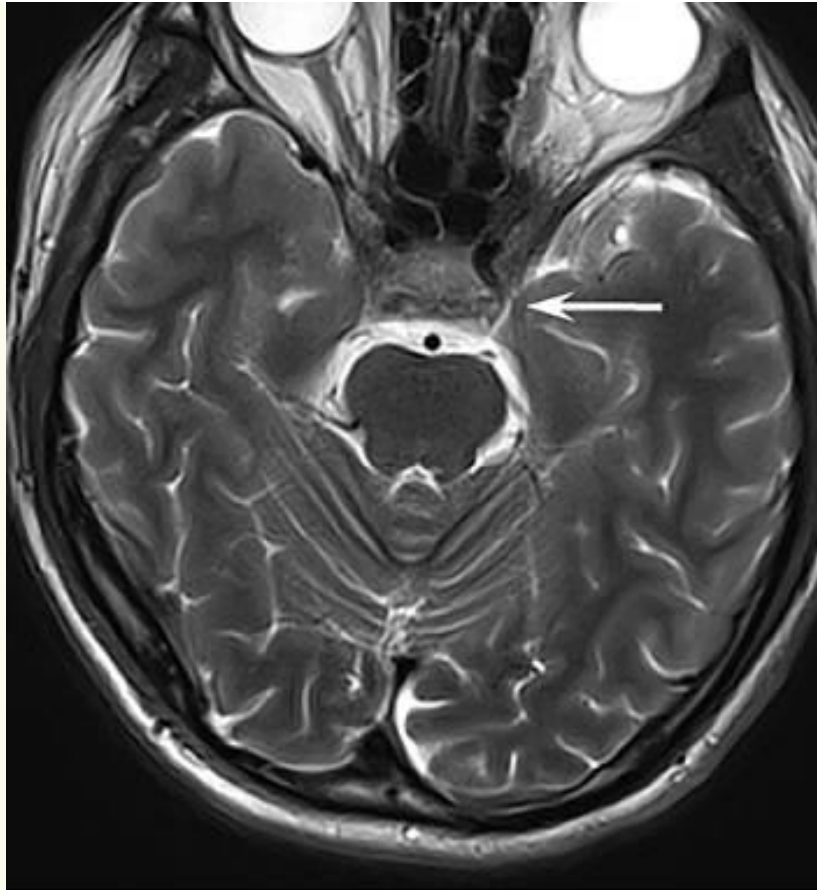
(cont'd). E, F, MRI scans at 3 months after treatment, showing resolution of inflammation, restored structures, and significantly improved enhancement.
